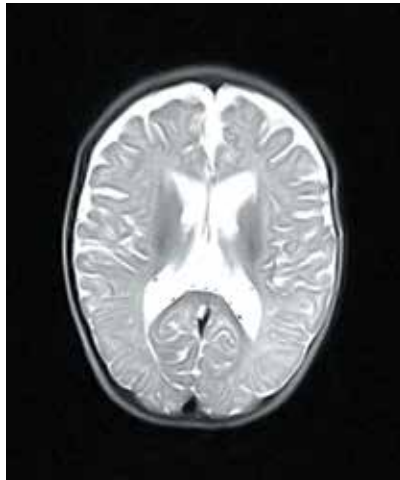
Пациент Д.У., 2015 г.р. Магнитно-резонансная томография головного мозга в возрасте 7 мес: расширение наружных и внутренних ликворных пространств по открытому типу, признаки перенесенной гипоксии
